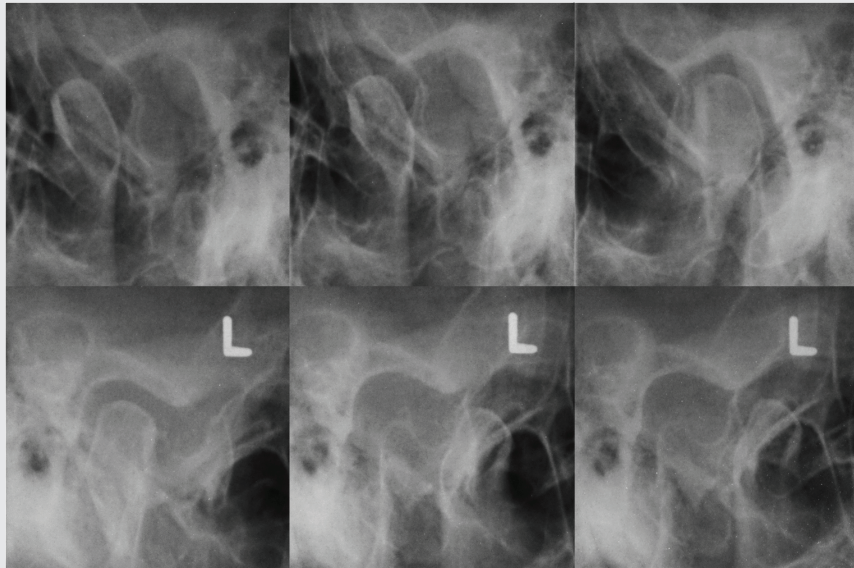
No radiographic signs of inflammation or limitation in the range of motion of the temporomandibular joint is noted in the post-operative transcranial radiographs.
